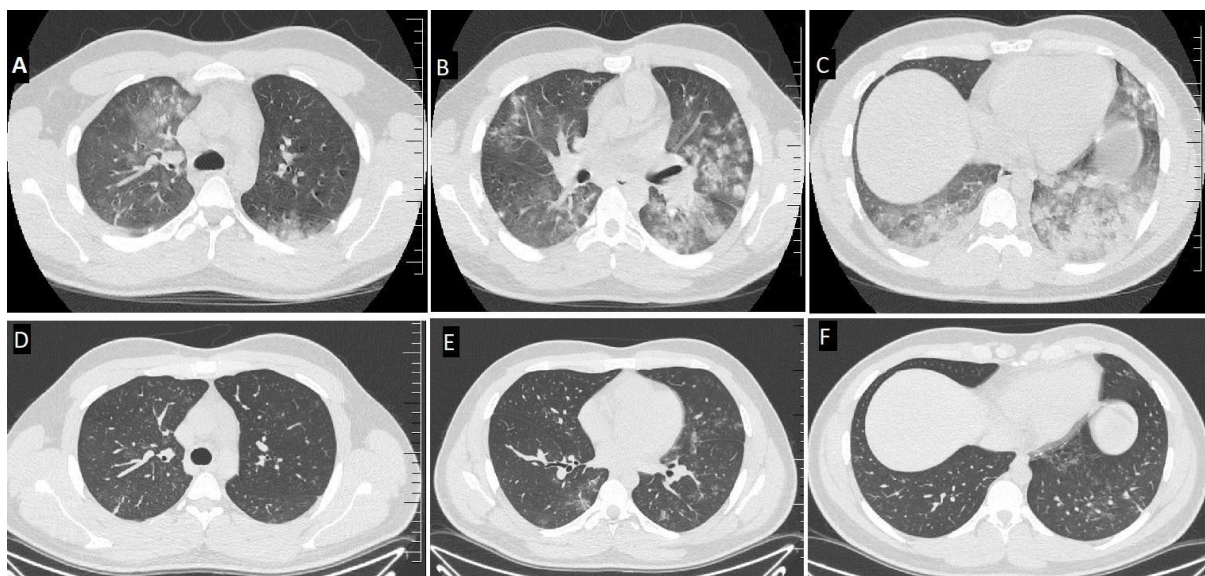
Figura A, B y C: Tomografía computada (TC) de tórax del paciente al día 1, presenta áreas de aumento de la atenuación bilaterales, algonosomas, con vidrio esmerilado y broncograma aéreo; Figura D, E y F: TC de tórax a las 48 hs de tratamiento
